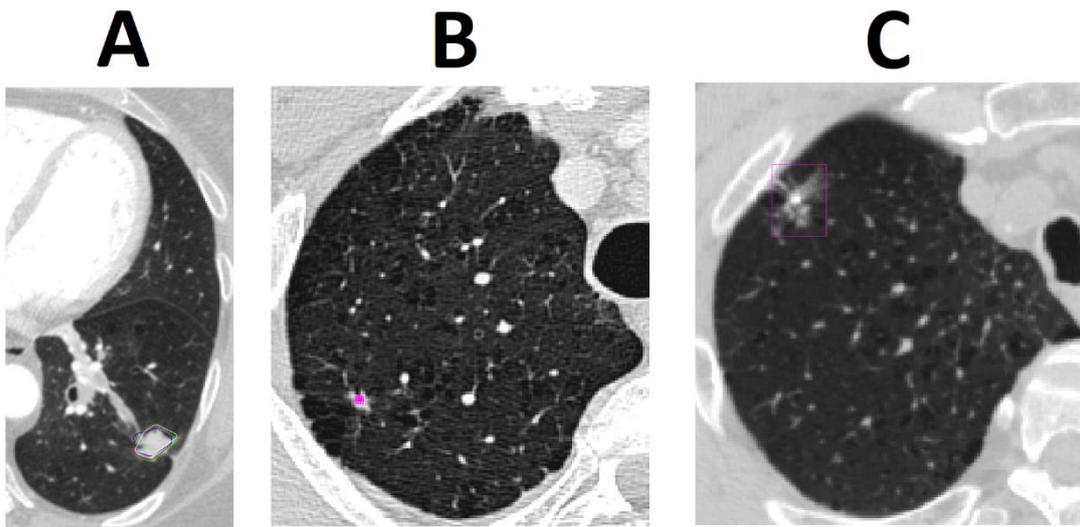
Ejemplo de segmentaciones en JORCAD para las bases de datos de TC de tórax. A) LIDC-IDRI. B) SPIE-AAPM. C) Lung-PET-CT-Dx
